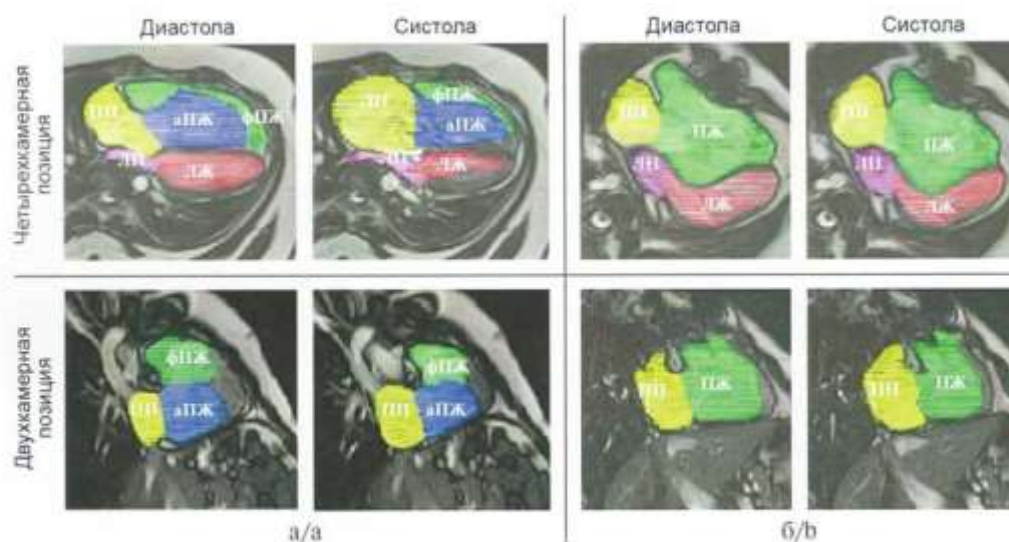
МРТ. Оценка площади поверхности камер сердца.
